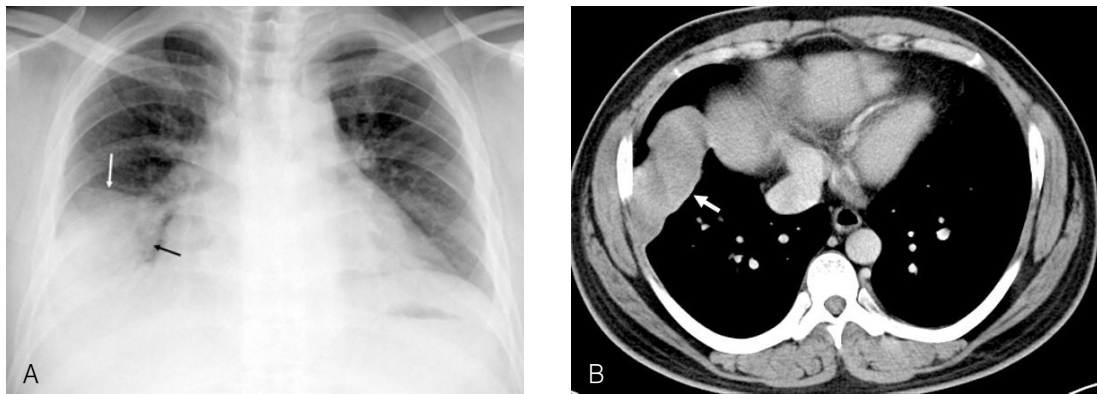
Localized fibrous tumor of the pleura. The chest radiography (A) and CT (B) show a well-defined mass (arrows) within the right oblique fissure. The mass (arrow) is relatively well enhanced on CT.
